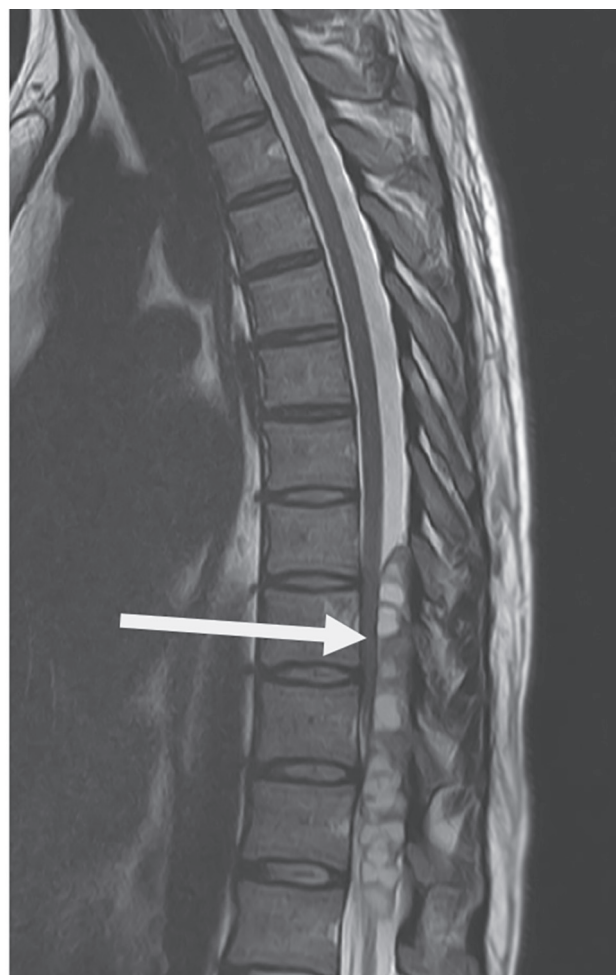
T2-взвешенное МРТ-изображение в сагиттальной проекции. Многокамерное кистозное образование в просвете позвоночного канала грудного отдела (стрелка)
